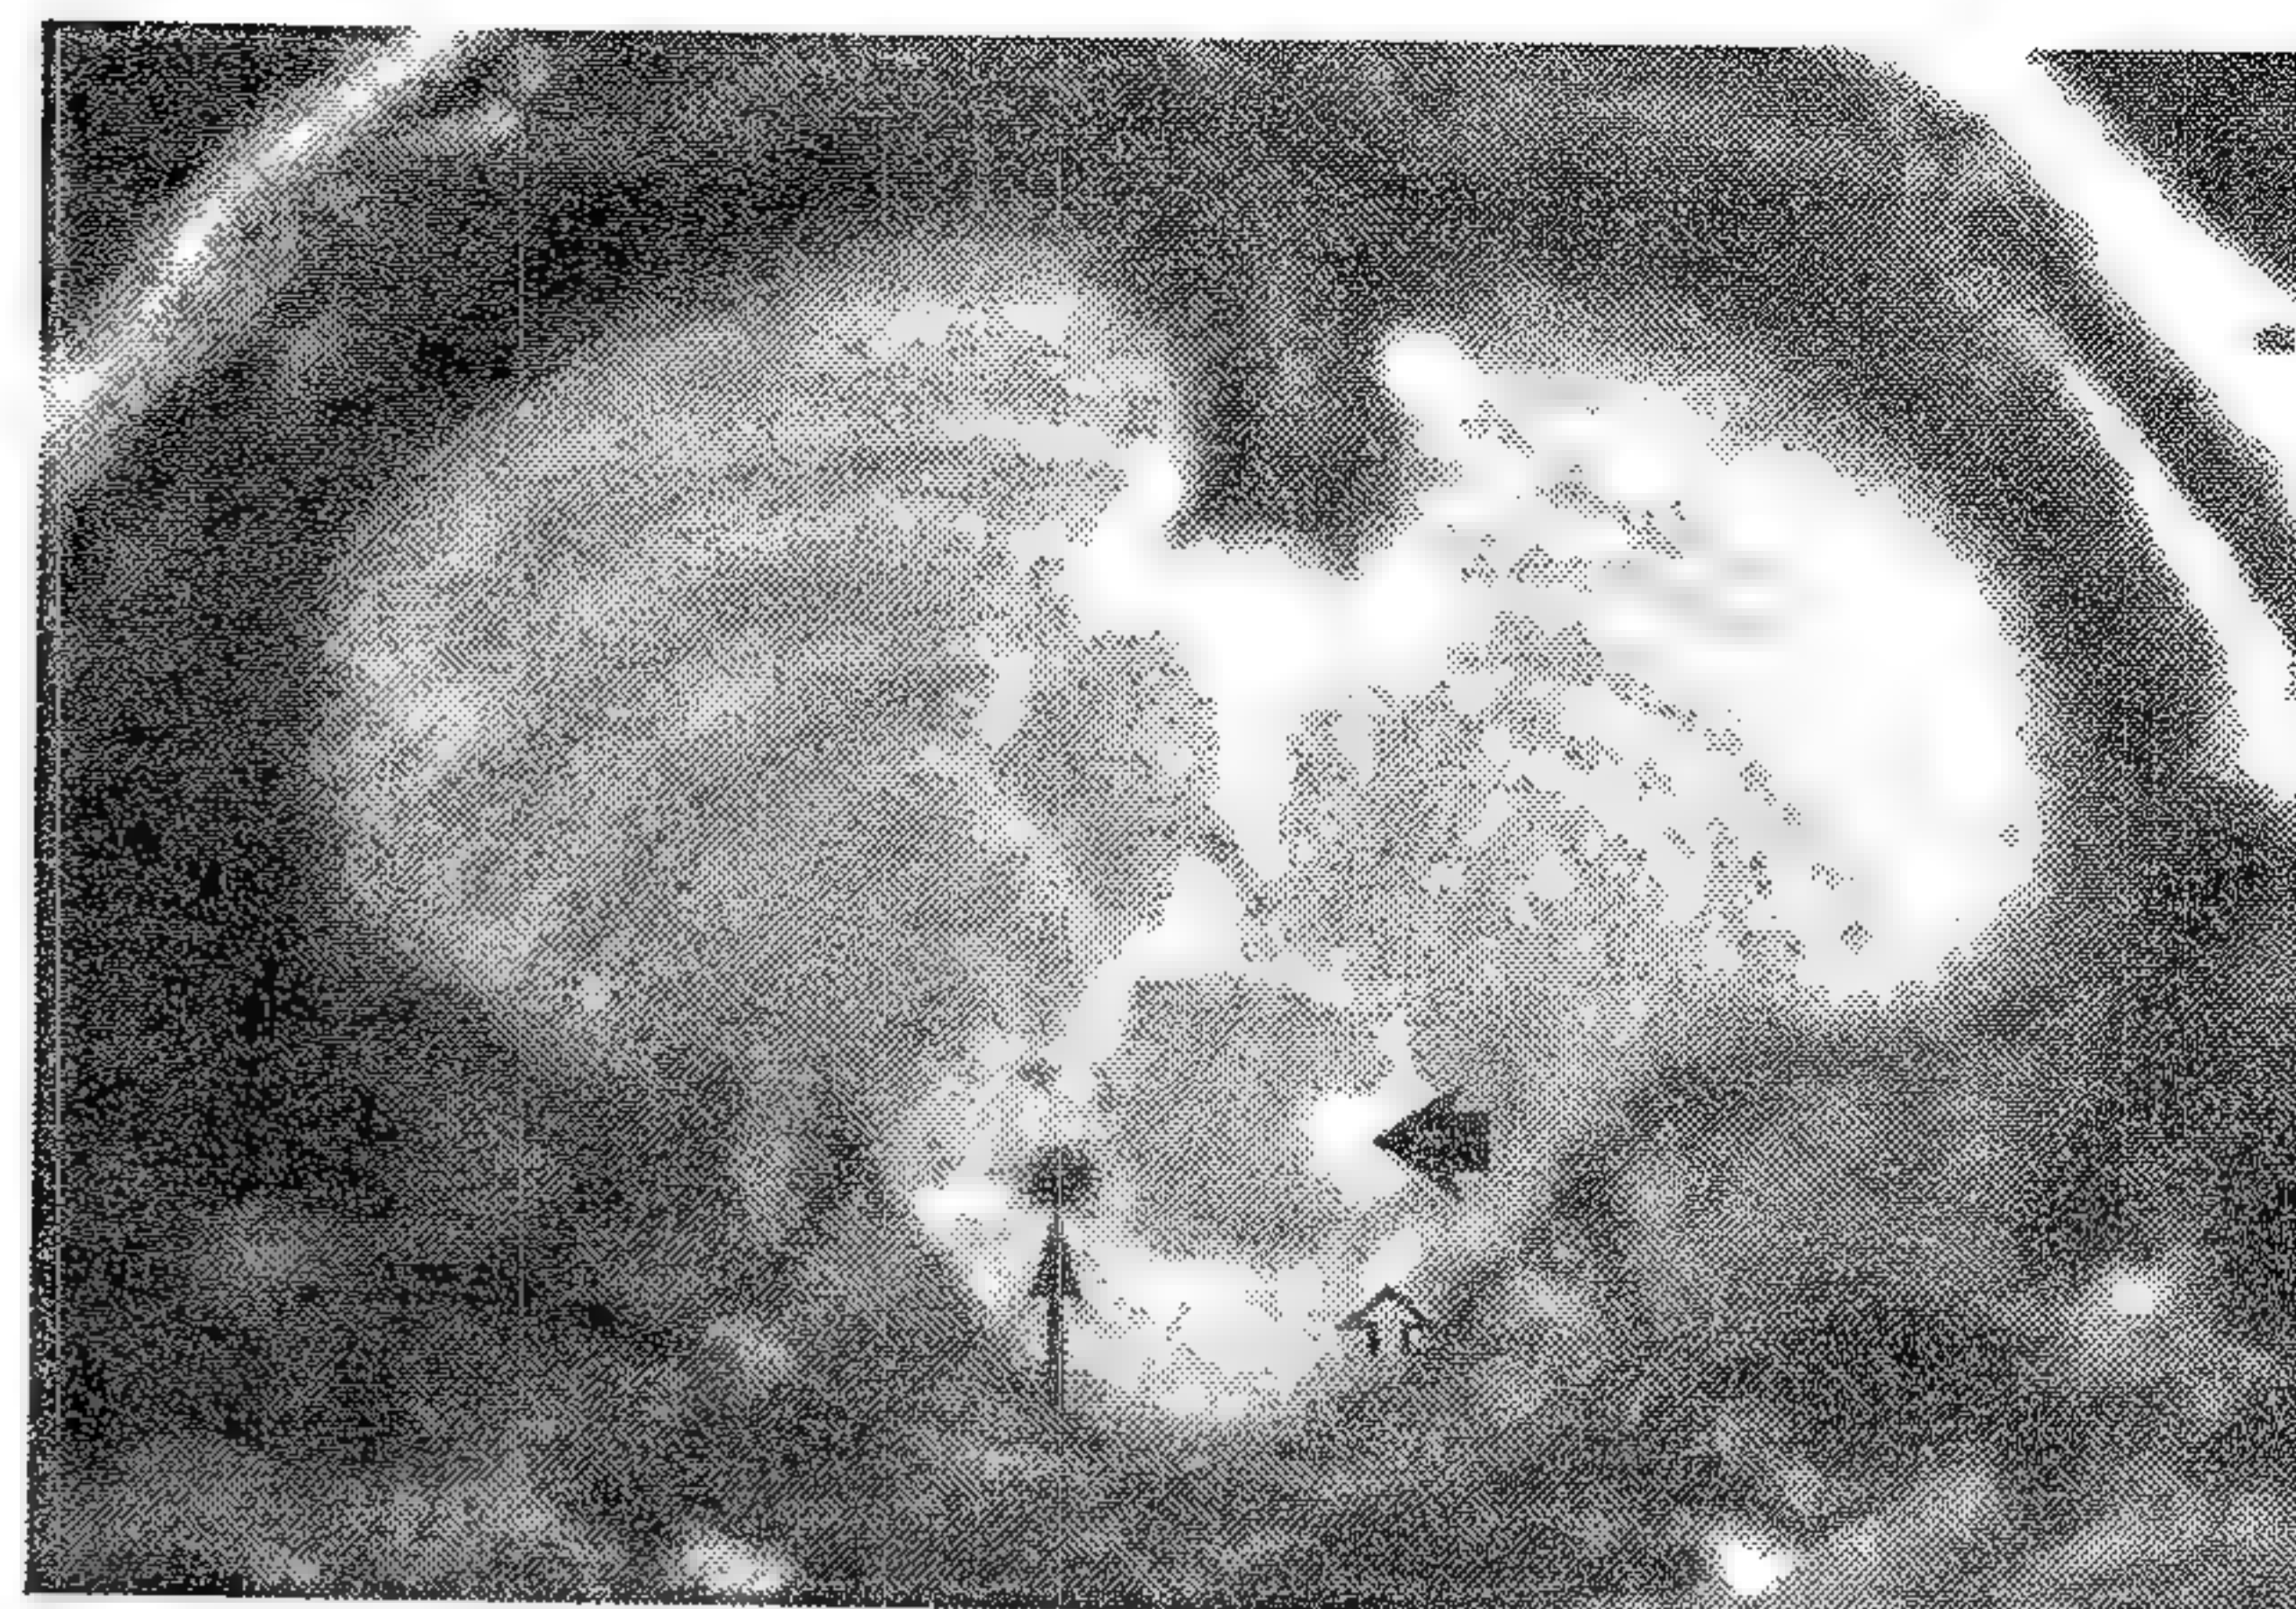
Imagine RMN axială ponderată în  $T_2$  a fosei posterioare, care arată un mic infarct (săgeată neagră groasă) datorat ocluziei arterei vertebrale drepte (săgeată albă). Artera vertebrală stângă este normală (săgeată neagră subțire). Infarctul a fost invizibil pe CT.
